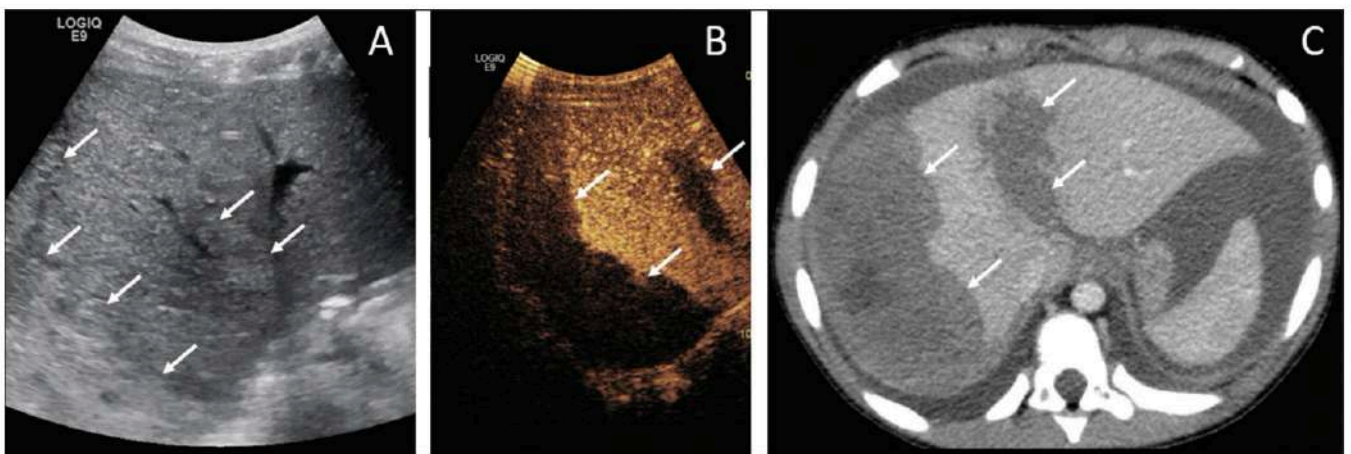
caso 5: Trauma hepático, ultrassonografia contrastada demonstrando laceração (área hipoecóica) e pseudoaneurisma.<sup>19</sup>
